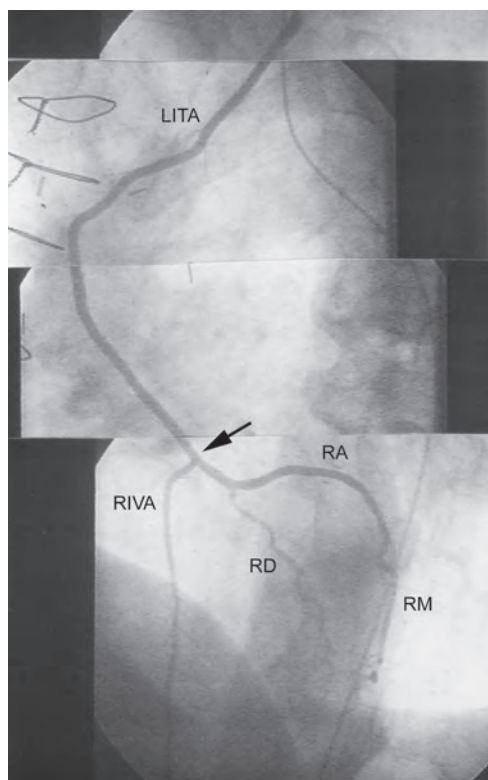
Selective angiography of T-graft consisting on left internal thoracic artery (LITA) to Ramus interventricularis anterior (RIVA) and Radial artery (RA) as sequential graft to Ramus diagonalis (RD) and Ramus marginalis (RM).
